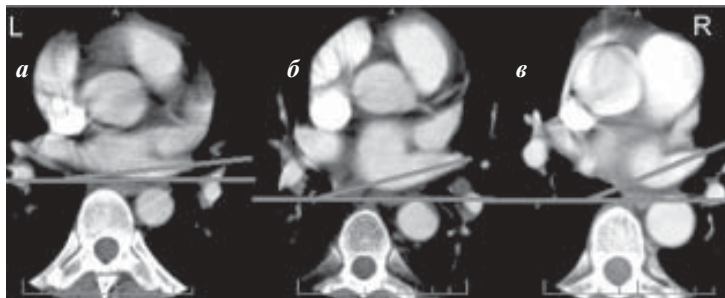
Пространственная ориентация легочных вен (ЛВ), впадение левой верхней ЛВ (ЛВЛВ) в аксиальной плоскости по отношению к фронтальной оси. КТ-изображения, аксиальный срез на уровне ЛВЛВ (а - впадение ЛВЛВ под углом $< 10^\circ$; б - впадение ЛВЛВ под углом от 10° до 20° ; в - впадение ЛВЛВ под углом $> 20^\circ$).
